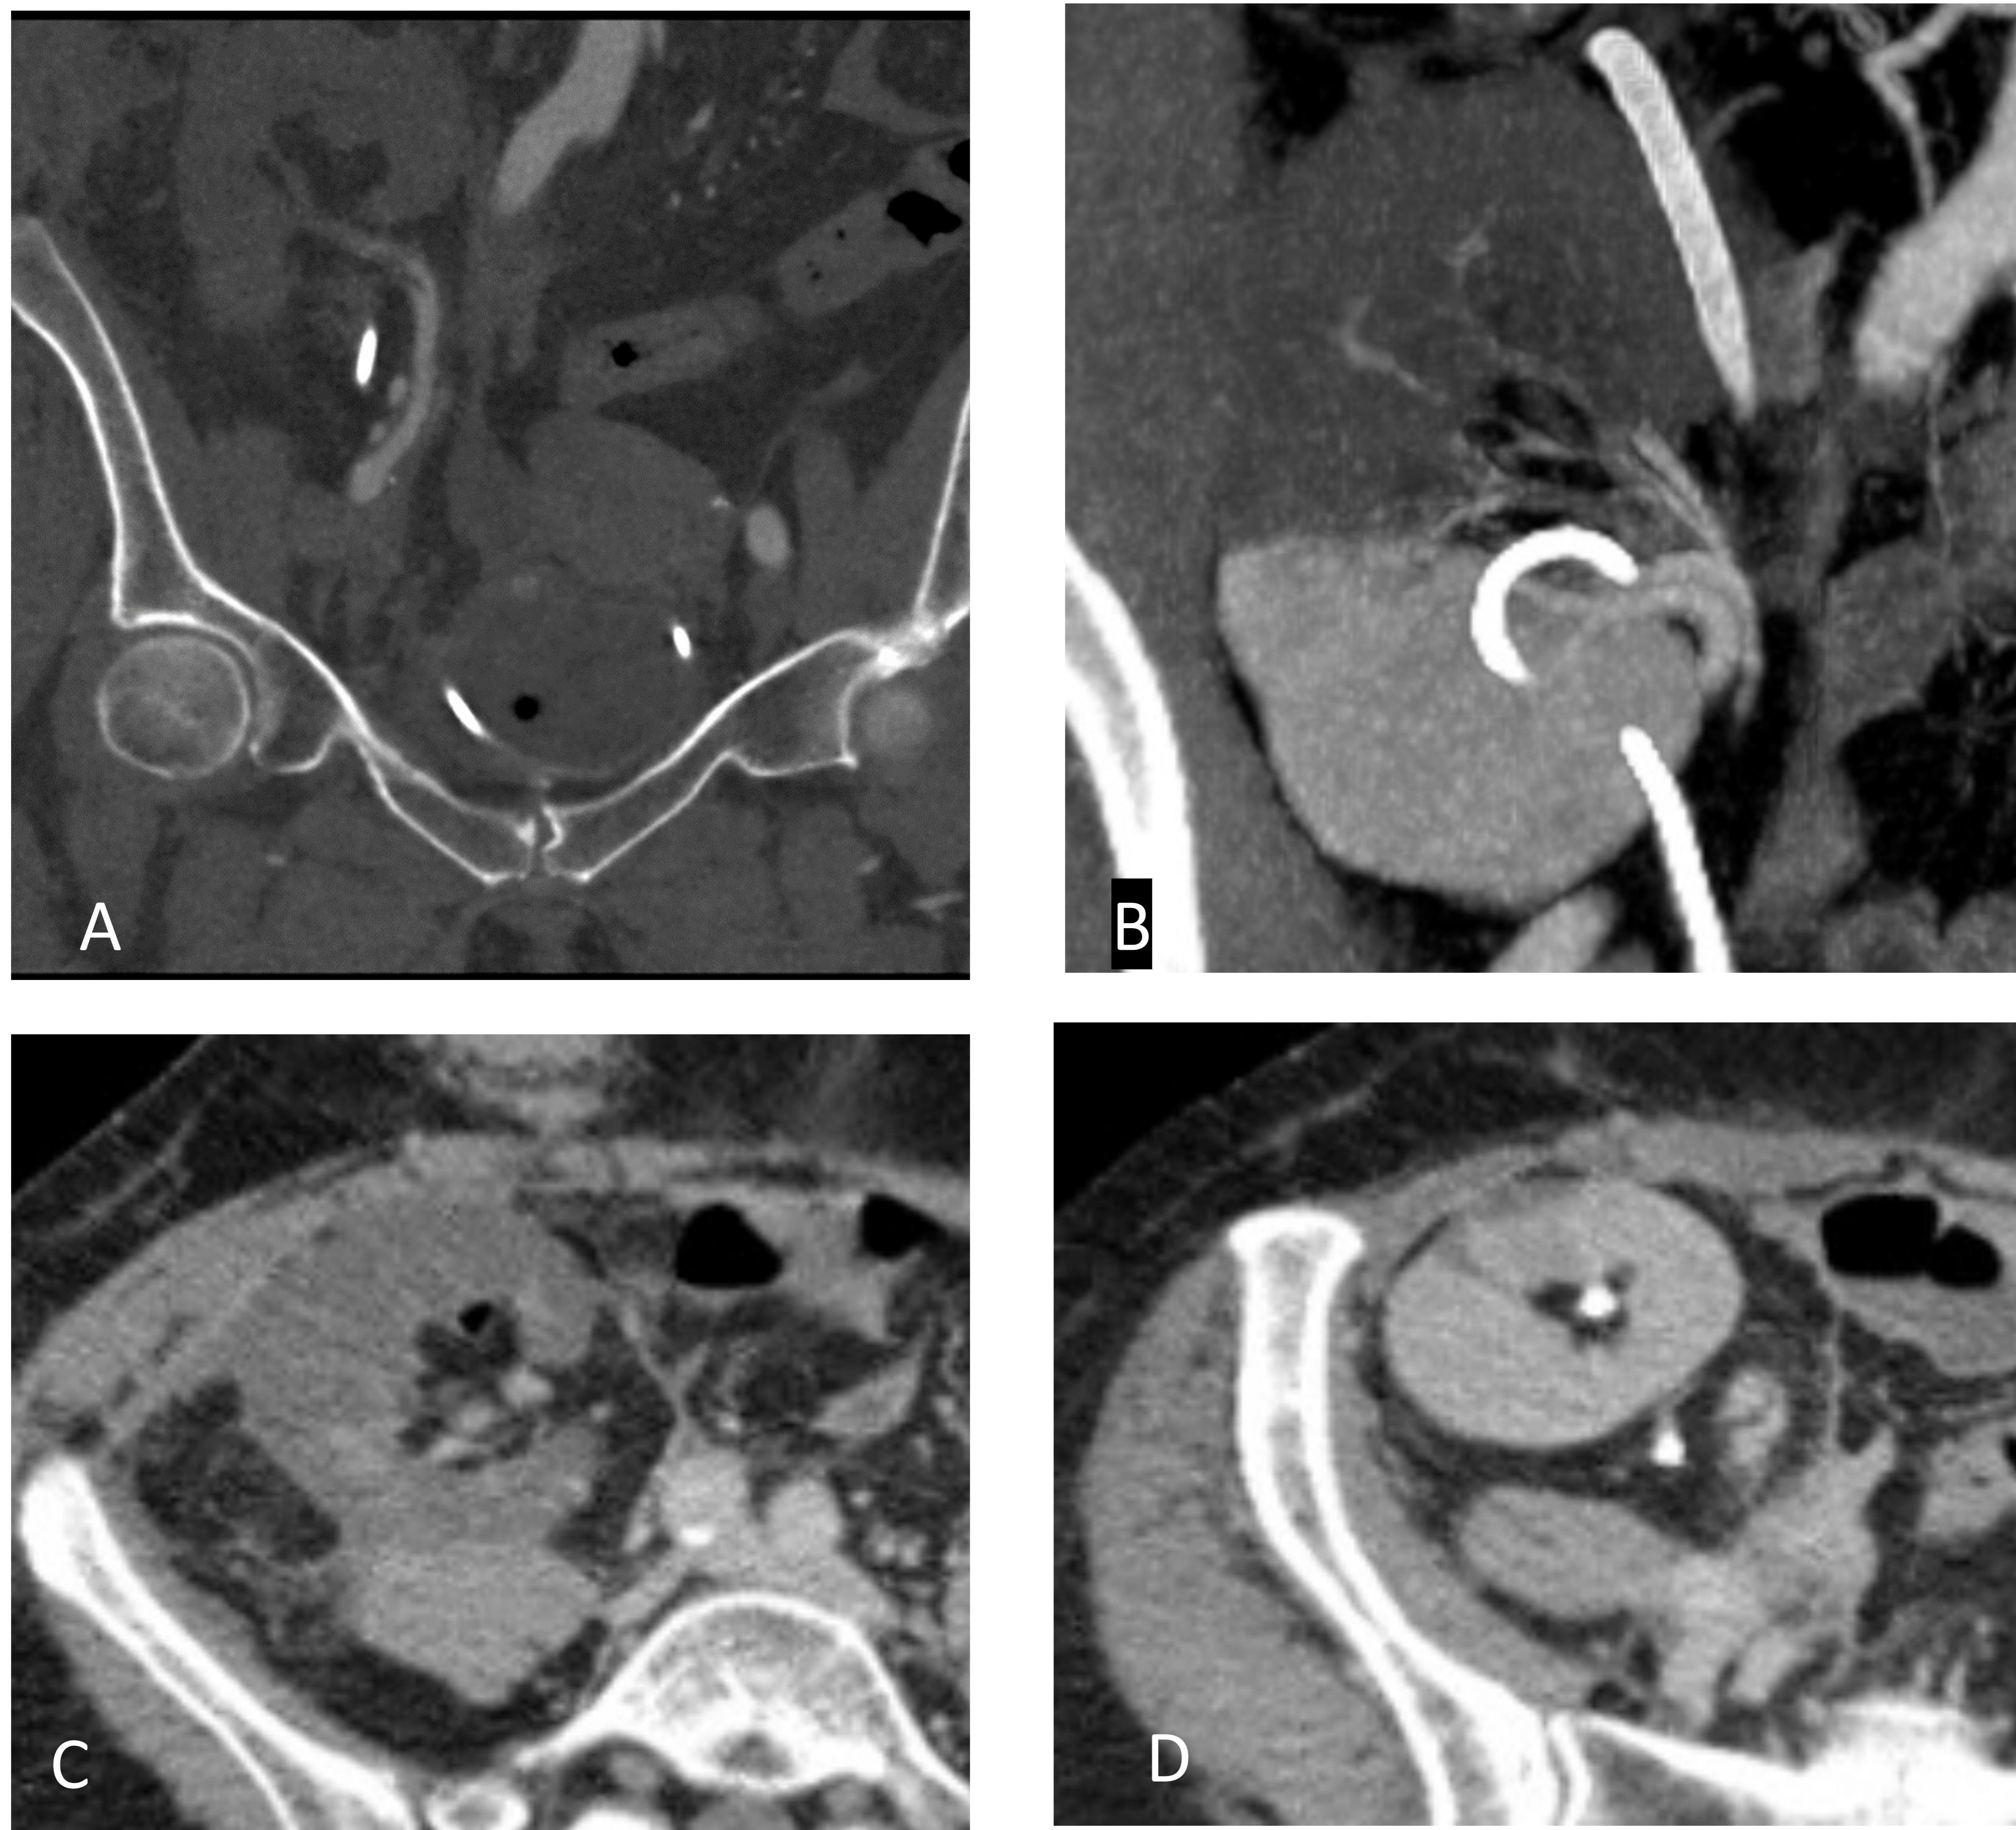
TC. (A) Reconstrucción coronal. (B) Reconstrucción sagital. (C y D) Adquisiciones axiales. Trombosis de la arteria renal que irriga los 2/3 superiores del riñón, con signos de isquemia renal en polo superior.
